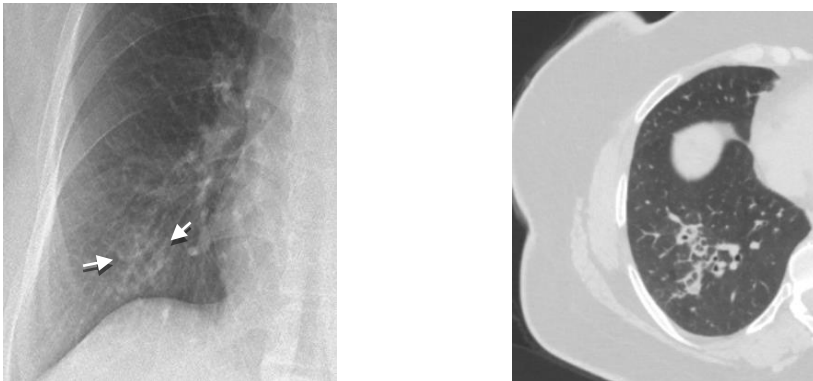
S.A.: Akciğer adenokarsinom tanısı alan 50 yaş kadın hastada skapula altındaki kitlesel lezyon akciğer grafisinde (sol) ve toraks BT'de (sağ) izlenmiş, fakat yerleşim nedeniyle USG'de herhangi bir bulgu izlenmemiştir.
